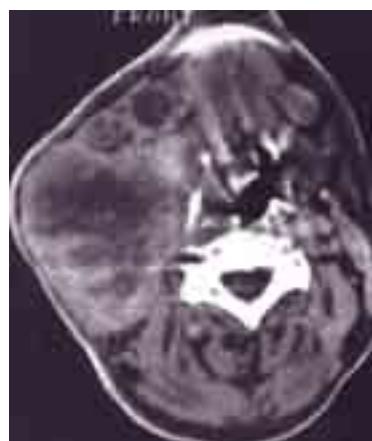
TAC de glándula salival observándose tumoración parótidea (8.4 x 9.9 cm).
